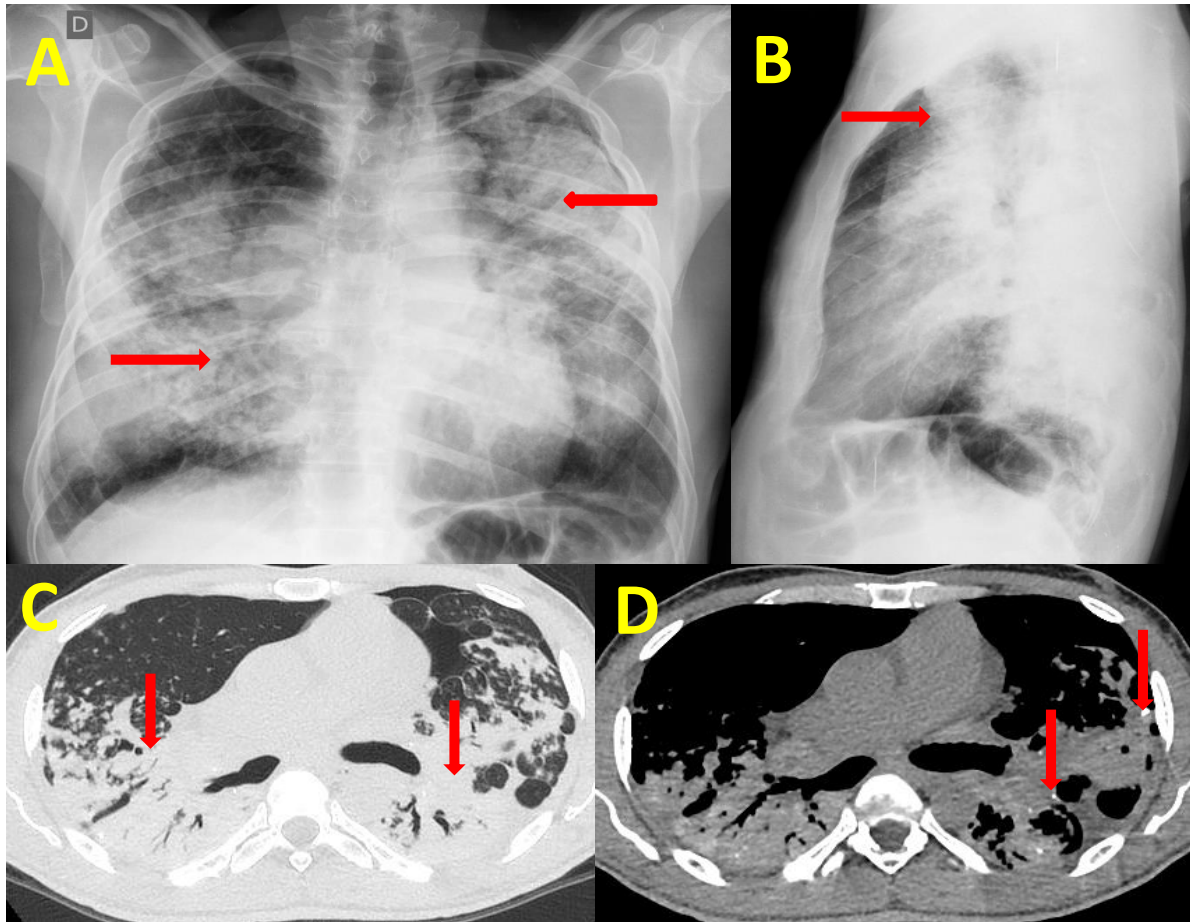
Achados radiológicos da Silicose Subaguda (ou Acelerada). (A) Radiografia de tórax mostra áreas de consolidação e vidro fosco bilaterais e broncogramas aéreos (setas) associadas a opacidades regulares (micronódulos). (B) Imagem da radiografia em perfil, mostrando predomínio das opacidades em campos médio-superiores dos pulmões. (C) Tomografia de tórax mostra áreas de consolidação bilaterais. (D) Tomografia de tórax (janela de mediastino) mostra que as consolidações apresentam pontos de calcificações (setas) (Imagens de arquivo próprio).
